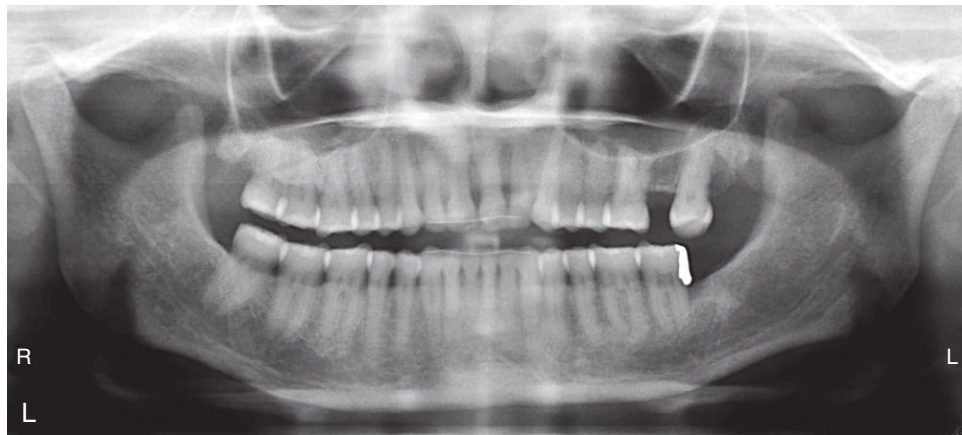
(cont.) L. Radiografía panorámica, obtenida después del tratamiento. M. Sonrisa después del tratamiento. N. Superposición cefalométrica en la que se aprecia una retracción importante de los incisivos, sin avance de los dientes posteriores. (Por cortesía del Dr. D. Grauer.)
